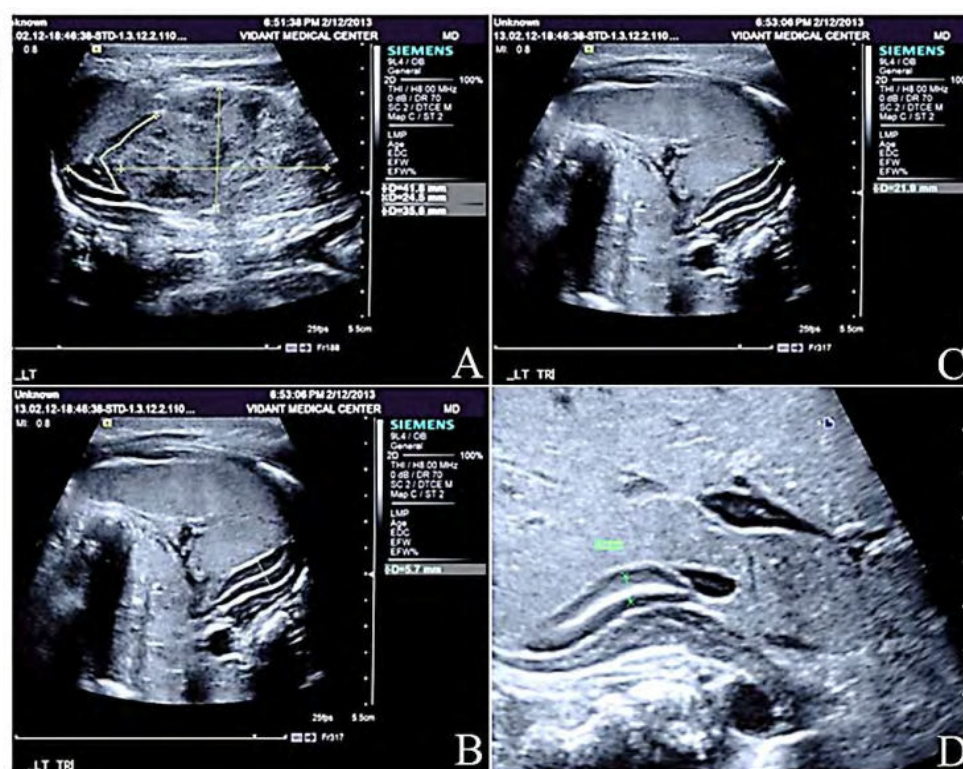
Изображения 2D – УЗИ надпочечников и почек новорожденных. На панели А изображено измерение размера почки и очертание надпочечника с той же стороны. На панели В показано измерение ширины надпочечников. На панели С показано измерение длины надпочечников, а на панели D показано измерение надпочечников плода (Karsli T., 2019)
